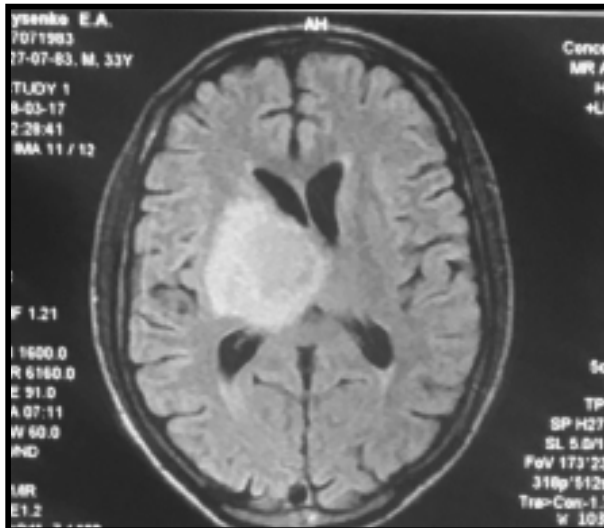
МРТ головного мозга больного Л. На момент поступления в отделение
